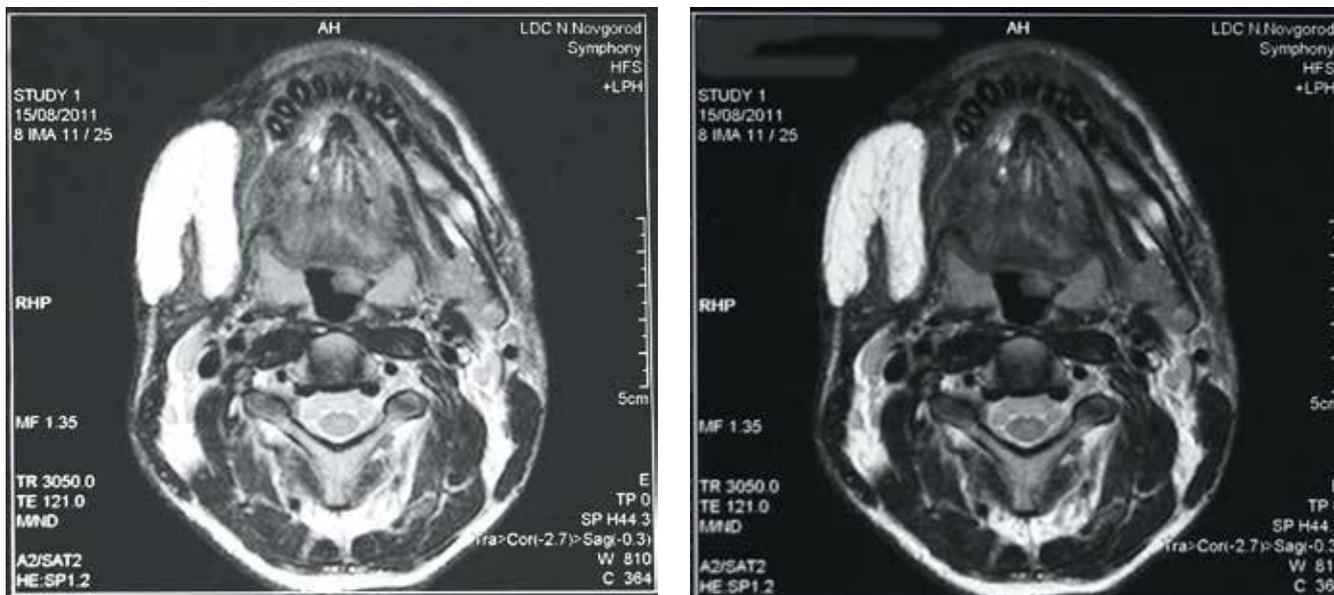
Пациент М., 25 лет. Магнитно-резонансная томография через 1 год после реконструкции сквозного дефекта щеки пекторальным лоскутом
